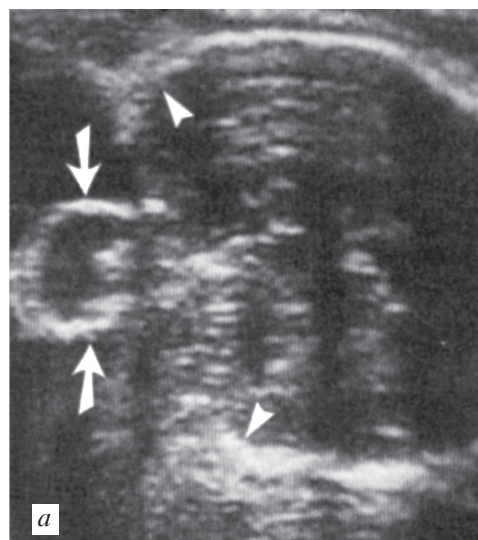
Пренатальная диагностика черепно-мозговой грыжи с помощью УЗИ: *a* — УЗИ плода 7 мес гестации, черепно-мозговая грыжа отмечена стрелками; *б* — фотография новорожденного с черепно-мозговой грыжей
